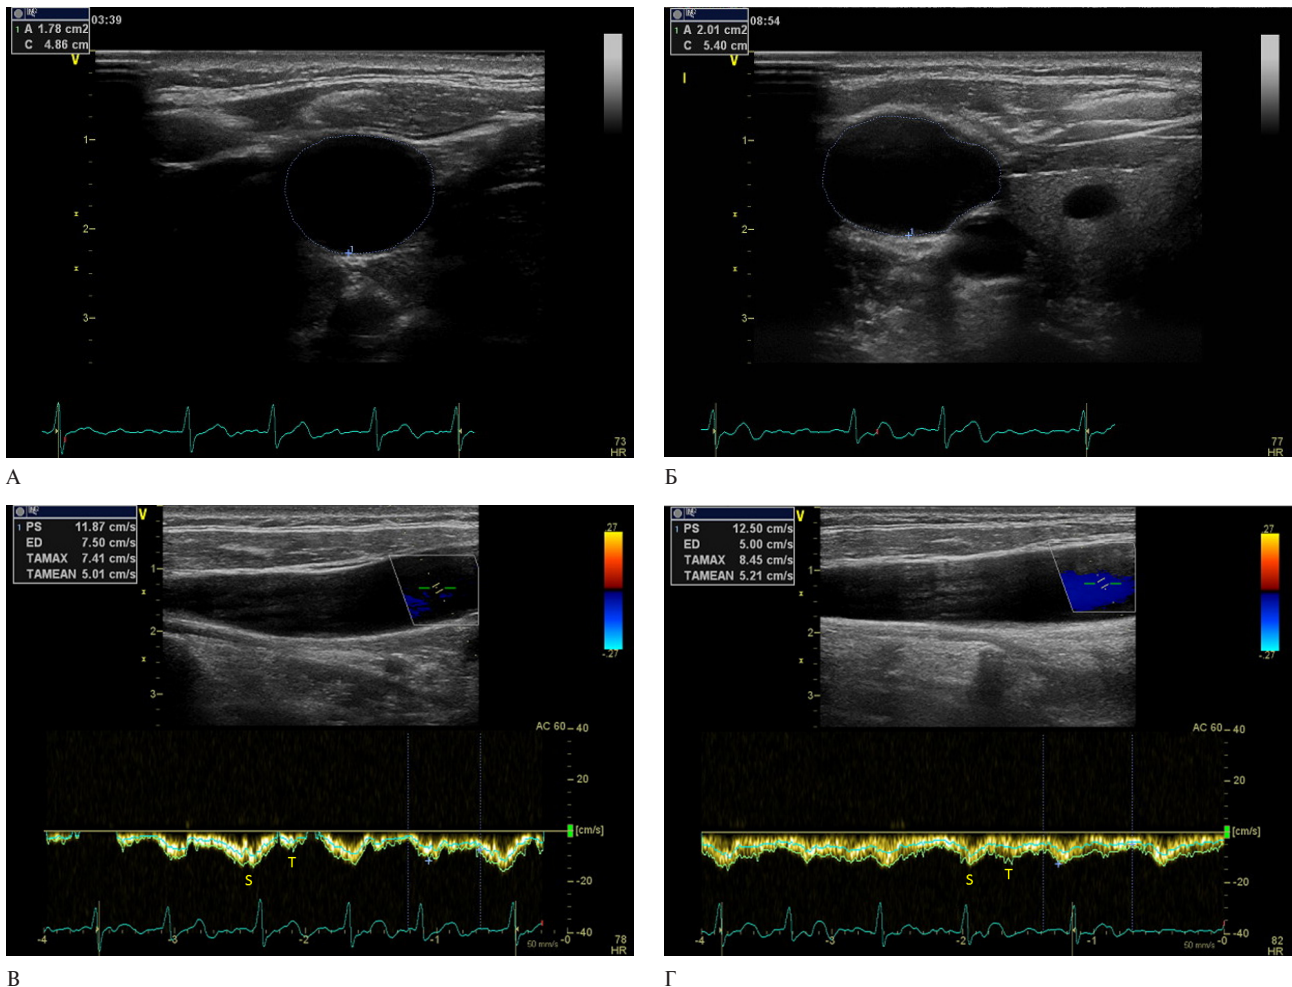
УЗИ ВЯВ пациента Г. из группы ФП: площадь ВЯВ в поперечном сечении и усредненные по времени максимальная и средняя скорости оттока статистически значимо отличаются: А, Б — правая ВЯВ (площадь 1,98 см²), УВМС =7,41 см/сек, УВСС =5,04 см/сек; В, Г — левая ВЯВ (площадь 2,04 см²), УВМС =8,45 см/сек, УВСС =5,21 см/сек.
